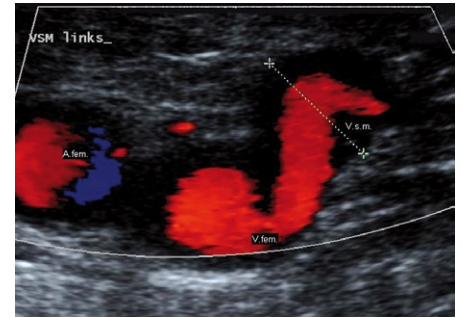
Wenn Venenklappen nicht mehr vollständig schließen, fließt Blut zurück: Die Doppler-Sonographie macht den Reflux sichtbar.
